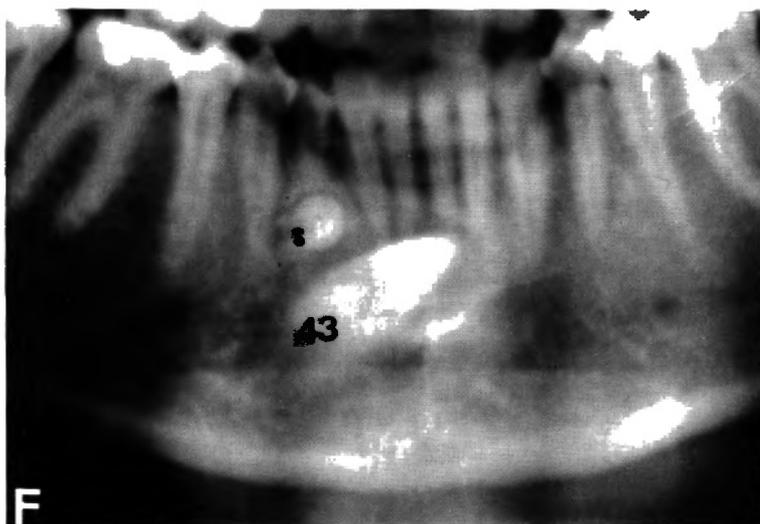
Visualización en la ortopantomografía del canino mandibular derecho incluido asociado a una imagen radiolúcida sugestiva de quiste folicular, y de un diente supernumerario.
